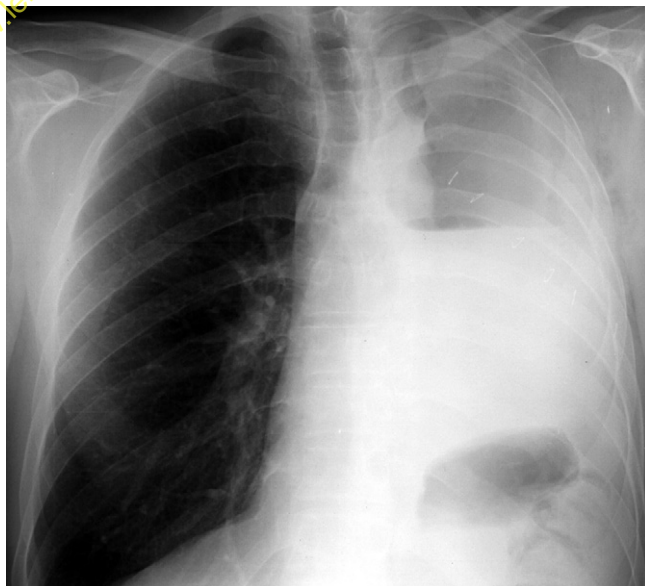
Radiographie du thorax au 10^e jour postopératoire après pneumonectomie gauche.
